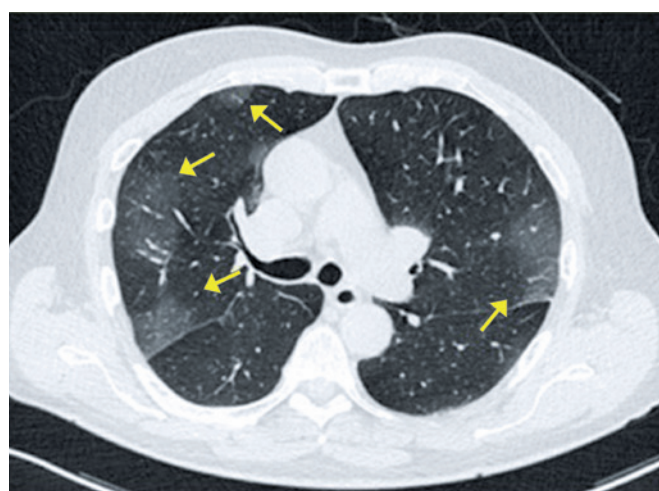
Paciente de 75 anos com COVID-19, apresentando desconforto respiratório, há 3 dias, e febre, há 1 dia. Tomografia computadorizada mostrando opacidades em vidro fosco periféricas nos lobos superiores
